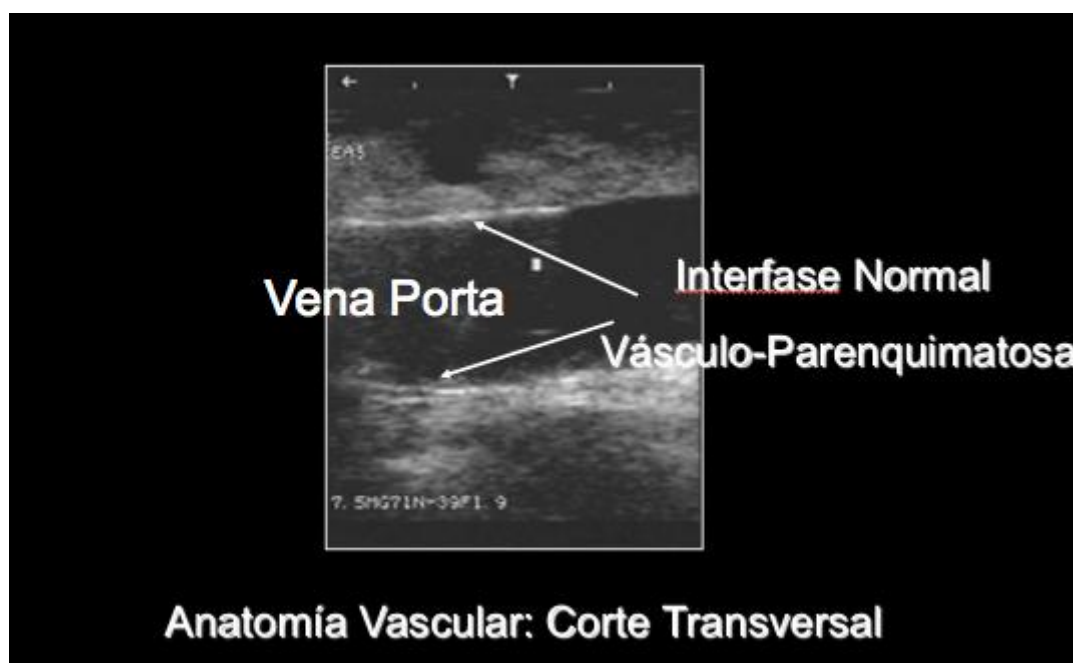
Ecografía pancreática intraoperatoria. Se observa la interfase hiperecogénica entre la vena porta y el parénquima pancreático
